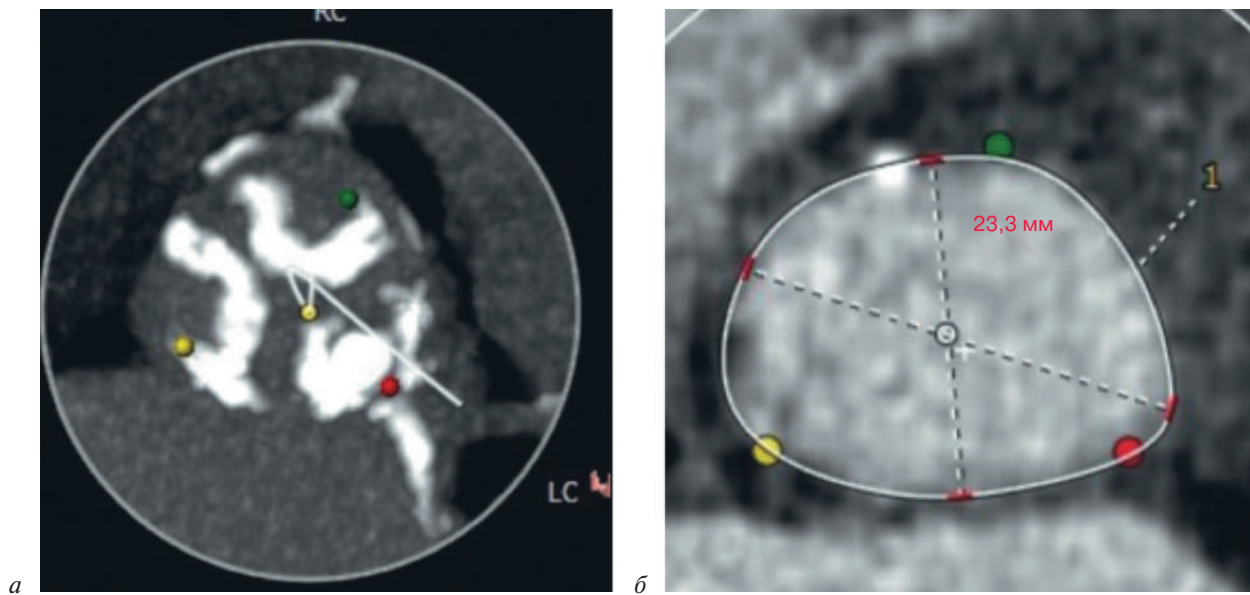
КТ-ангиография аорты:
